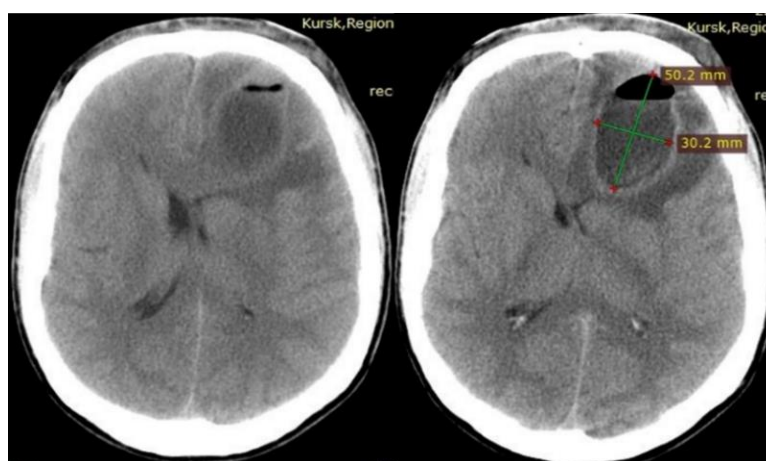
КТ головного мозга без контрастирования пациента К., 23 лет, в аксиальной проекции. Диагноз: острый гнойный пансинусит, орбитальный целлюлит, гигантский риносинусогенный абсцесс лобно-теменной области слева. В левой лобно-теменной области определяется полостное образование овальной формы 50,2х30,2 мм с тонкими стенками, жидкостным содержимым и небольшим количеством воздуха. Вокруг образования – неправильной формы гипоинтенсивная зона. Срединные структуры смещены слева направо до 8 мм, сдавлен передний рог гомолатерального желудочка
